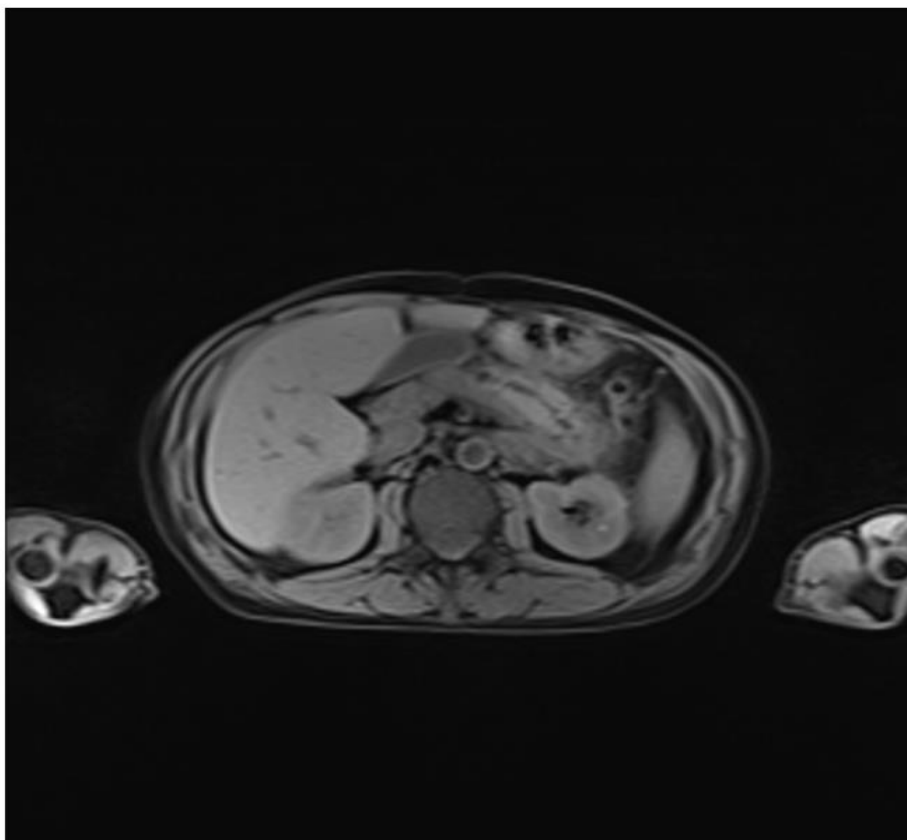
МРТ. Рецидив пухлини після ПДР у вигляді кістозного утворення:
